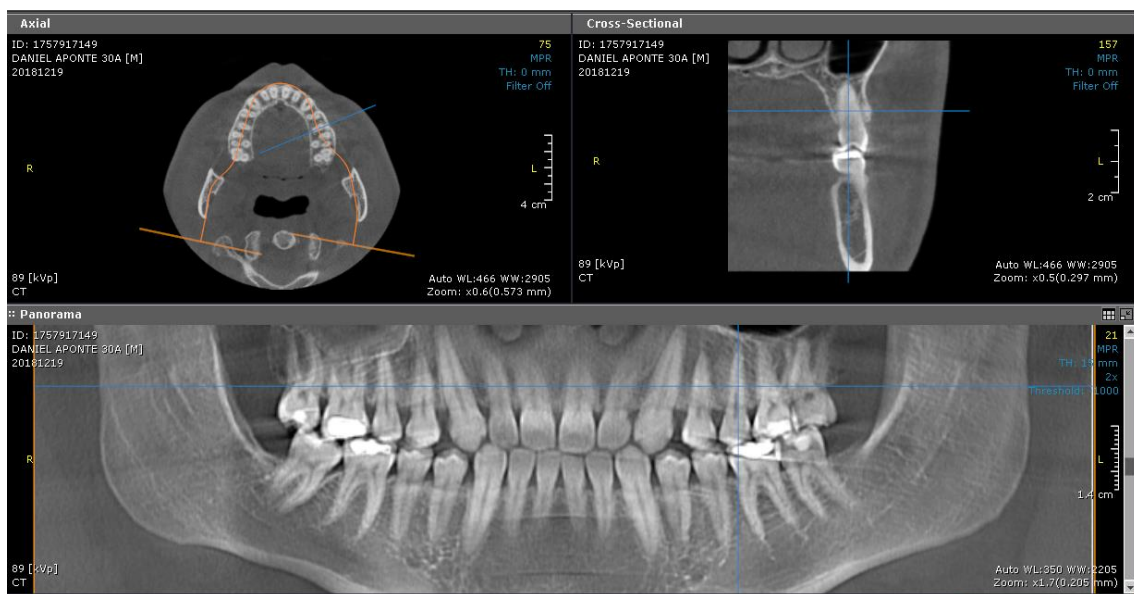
Tomografía, donde se observa la panorámica, vista axial y seccional del segundo premolar superior.
